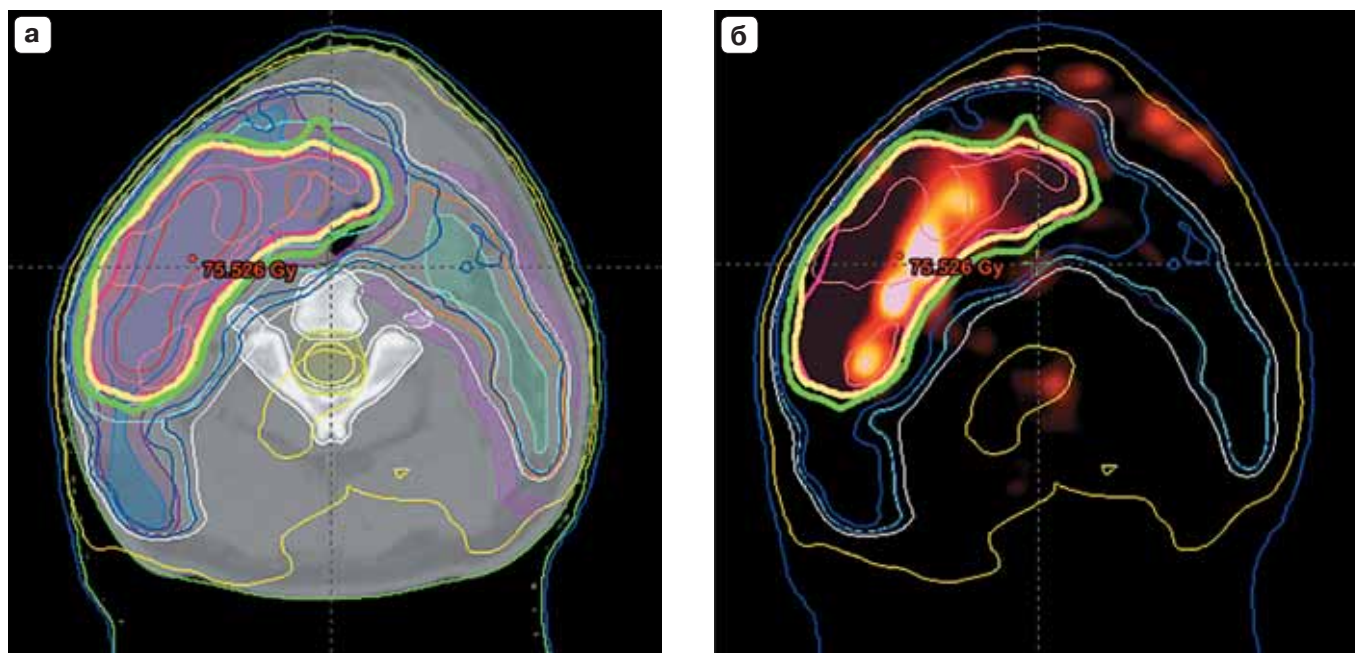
ПЭТ/КТ с ^{18}F -ФДГ. Планирование лучевой терапии с одновременным интегрированным бустом на метаболически-активные объемы опухоли. Рак ротоглотки T2N2M0. Аксиальный срез на уровне средней трети шеи. а – на КТ и б – ПЭТ/КТ: зона, окрашенная красным цветом, соответствует области буста, суммарная очаговая доза 66 Гр, на зоны низкого риска (черный цвет) расчет в 56 Гр.
